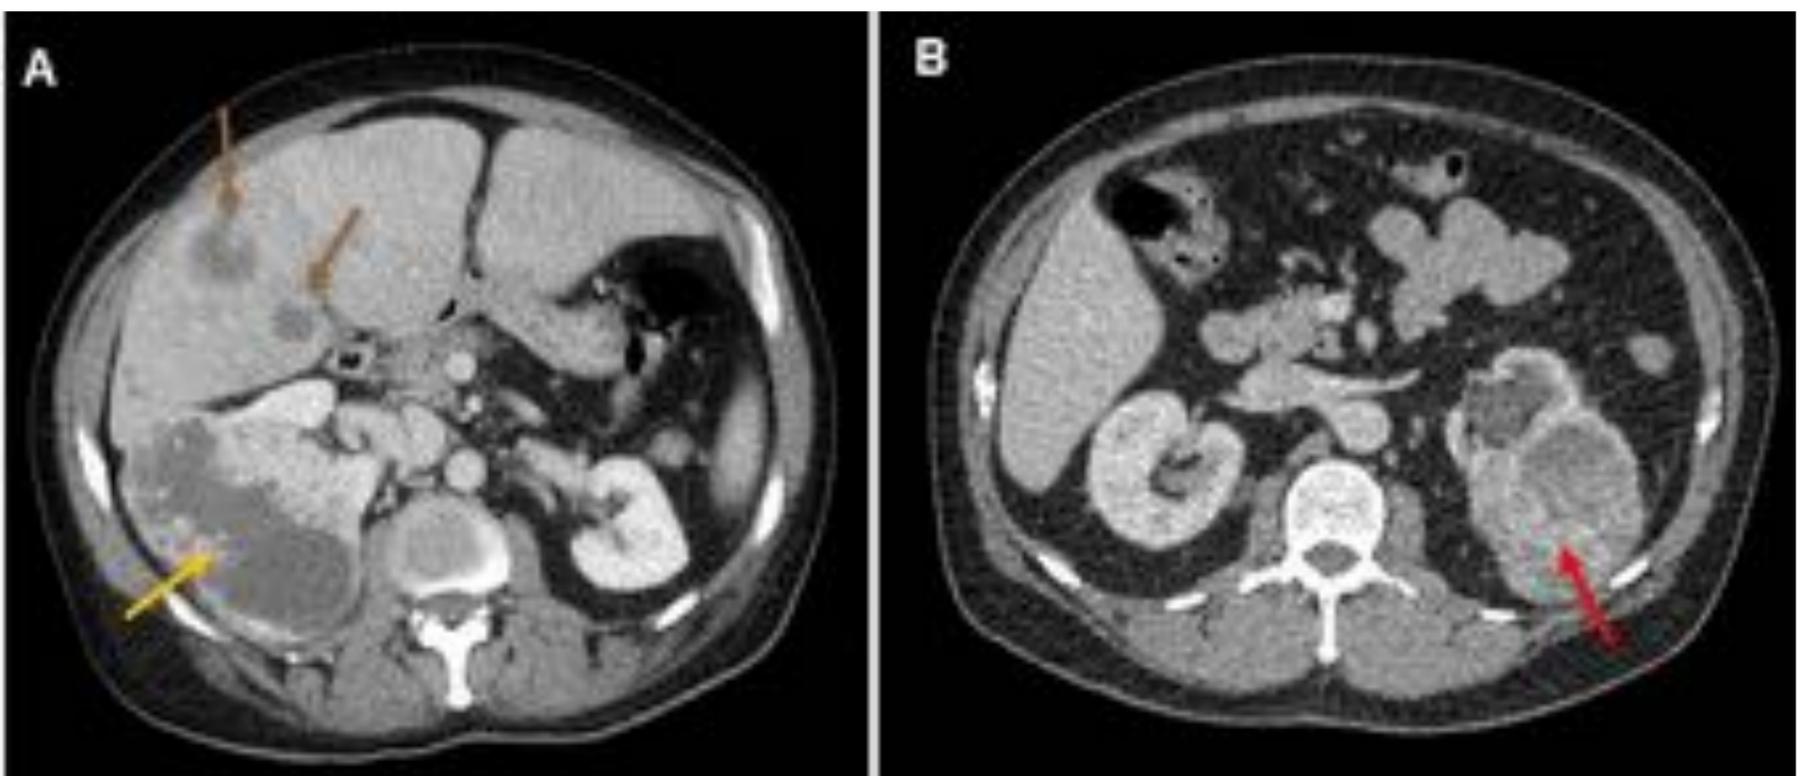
Cortes axiales de TC abdominal con contraste iv en fase nefrogénica. A: tumoración renal derecha exofítica y heterogénea con realce periférico y centro necrótico (flecha amarilla), y metástasis hepáticas (flechas marrones). B: tumoración renal izquierda exofítica con realce heterogéneo (flecha roja). Compatibles con carcinomas de células renales.
